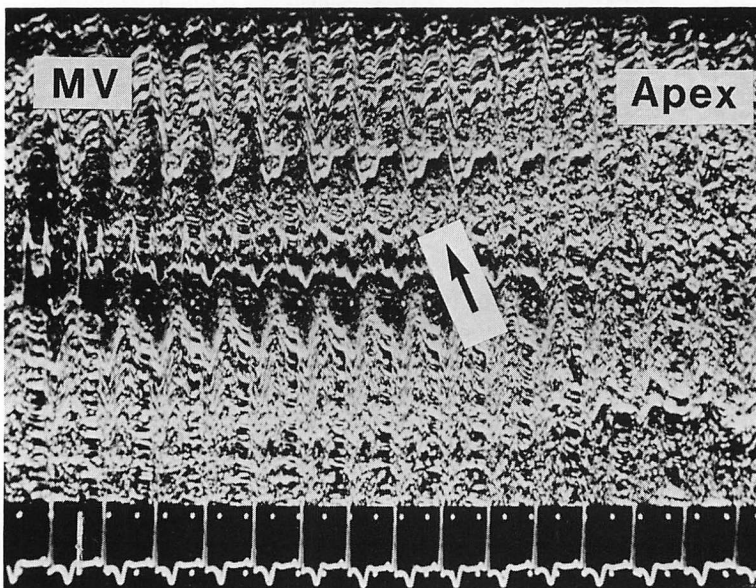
M-mode echocardiogram of the left ventricle.
